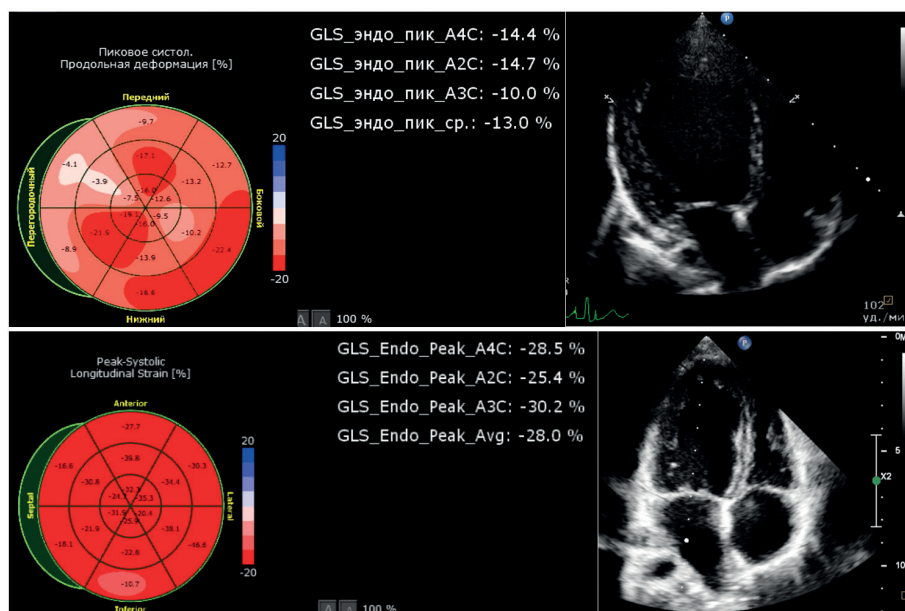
Примеры эхокардиографических измерений: speckle-tracking эхокардиография, 18-сегментная полярная карта (слева), трансторакальная эхокардиография (справа). Дилатация левого желудочка и снижение продольной деформации (GLS) в базальных, средних сегментах переднеперегородочной области у пациентки с правосторонним ДПЖС до РЧА (возраст 9 месяцев) (сверху). Нормализация размера левого желудочка и продольной деформации через 2 года 9 месяцев после РЧА ДПЖС (снизу).
